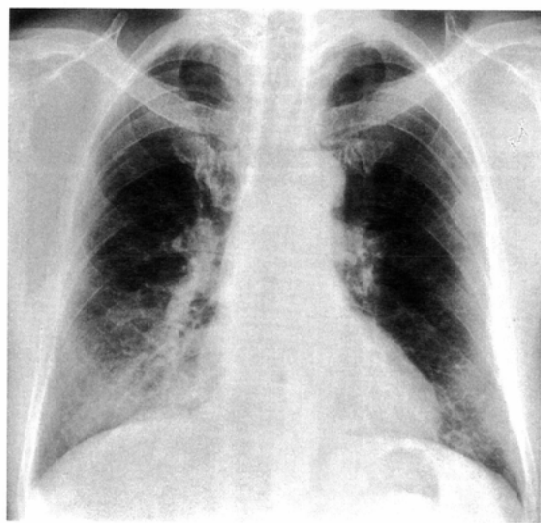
56-year-old male. An example in which the opacity is consolidative on CT while it is ground-glass on chest radiograph.
